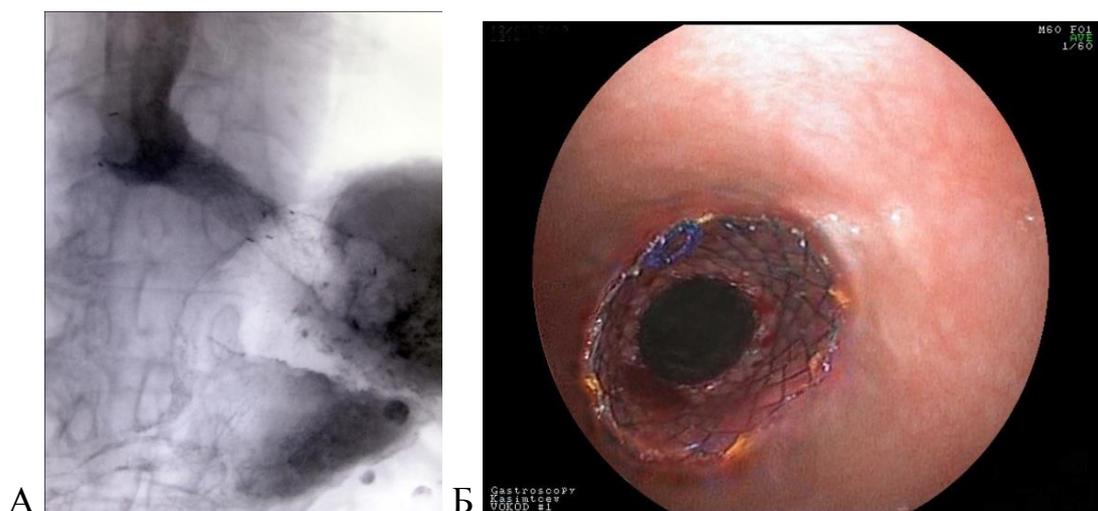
Рентгенограмма А) и эндофото Б) саморасширяющегося стента в зоне кардиоэзофагеального перехода
